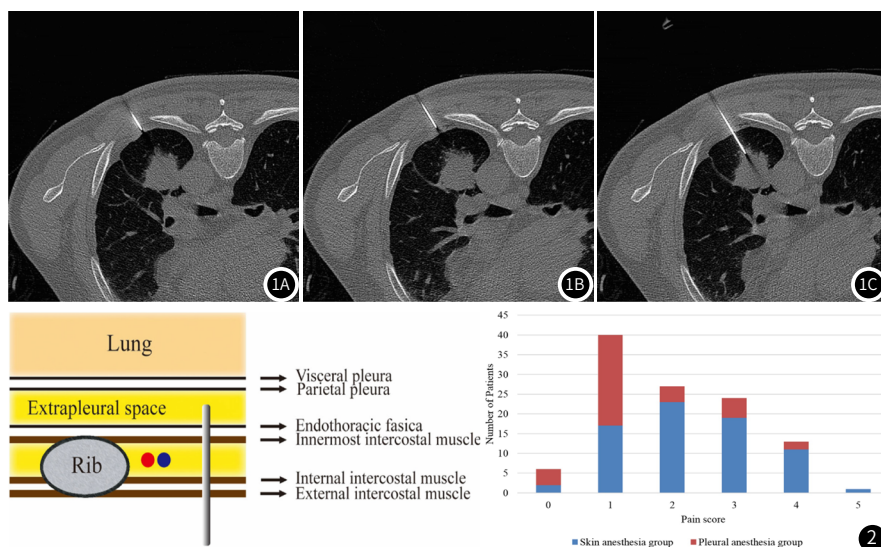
65岁男性左下叶肿块接受胸膜麻醉的轴位CT图像。
